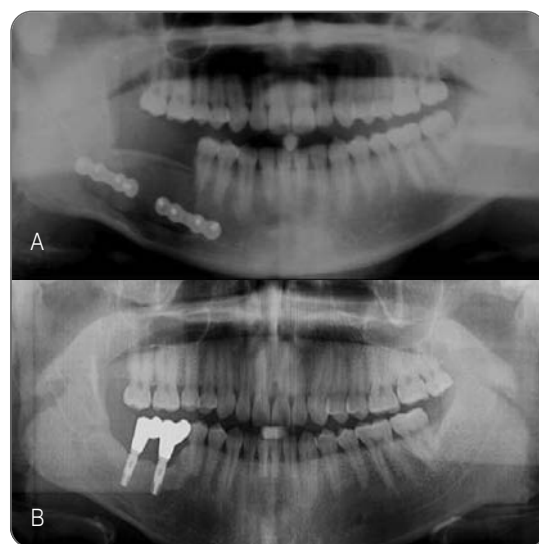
Case 3 patient. Post-operative panoramic radiographs at 1 day & 9 years after radical surgery.
